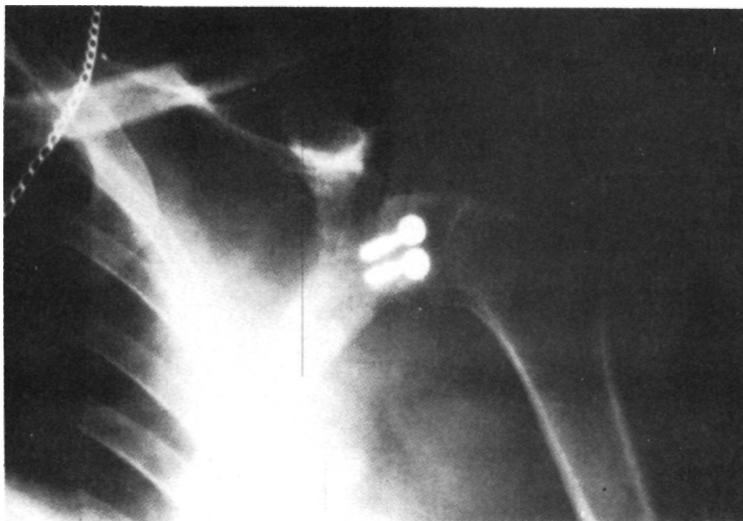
(A).- Radiografía del mismo enfermo del caso anterior, después de la colocación de un injerto como tope óseo posterior.
